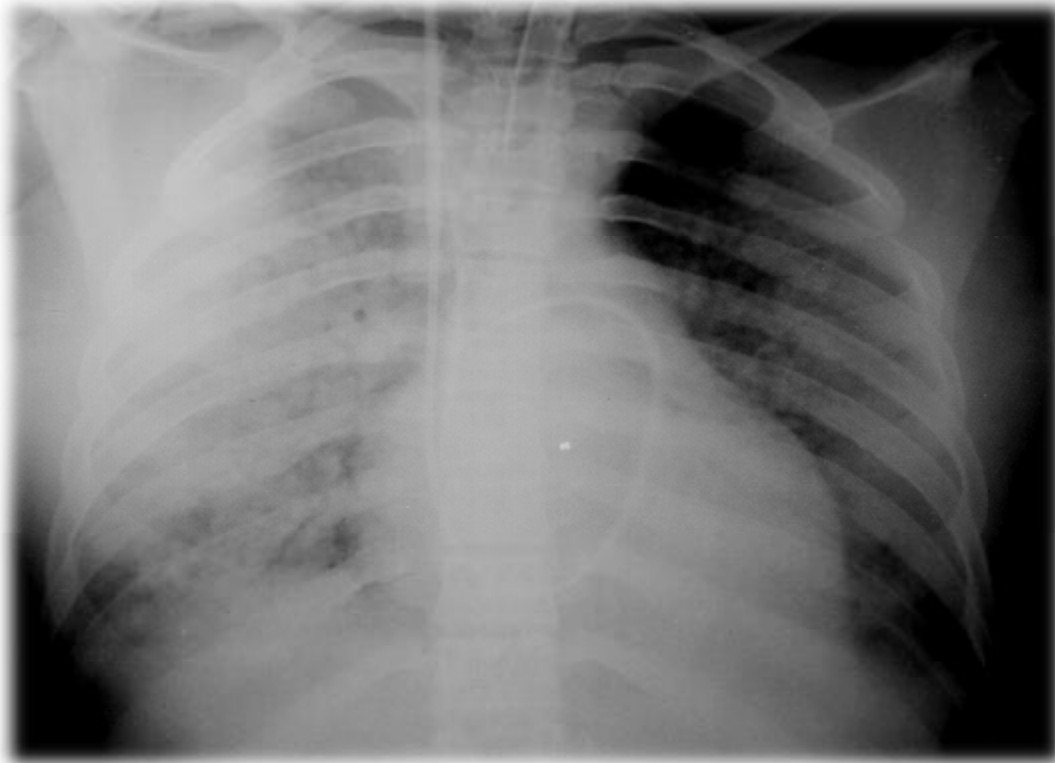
Radiographie pulmonaire avec VVC chez un patient envenimé.
